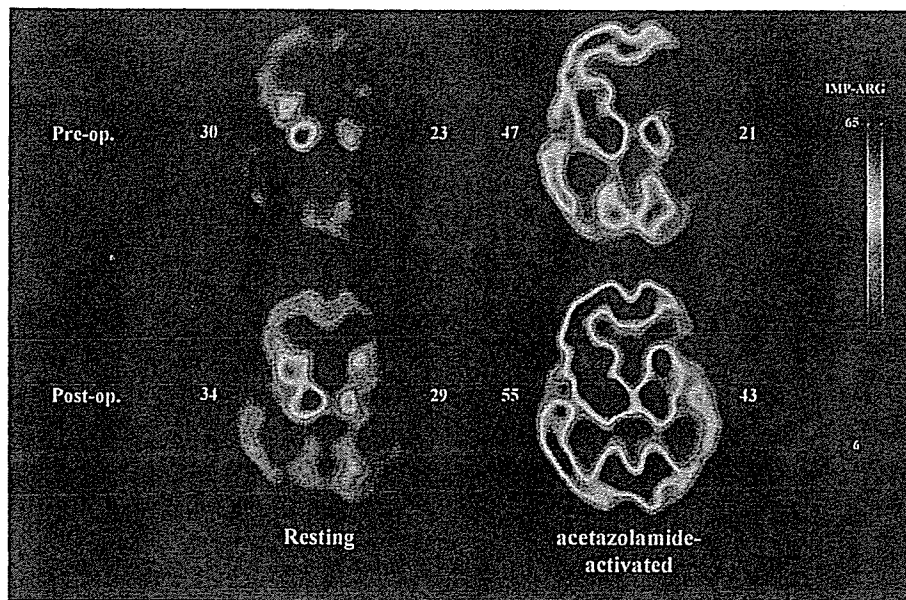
血行力学的脳虚血症例の脳血流 SPECT 定量画像解析
